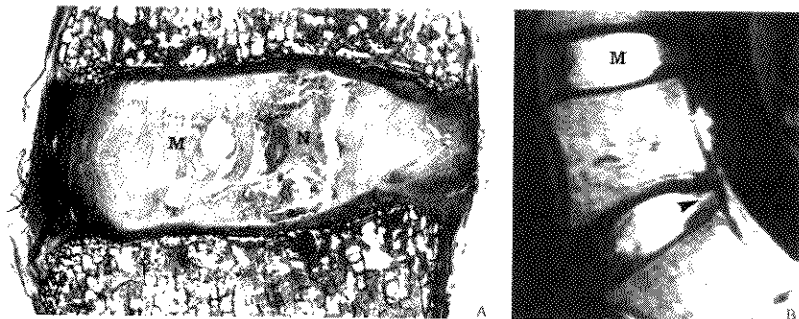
腰椎间盘粘液样变性与 MRI 对照
